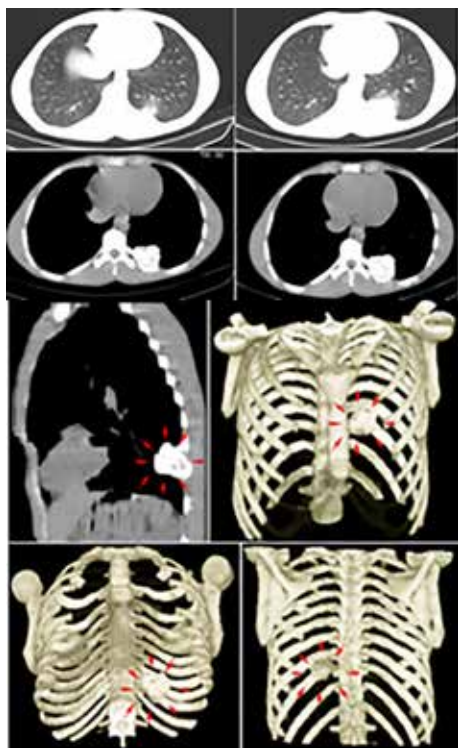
Tomografía de tórax multi-detector corte axial y con reconstrucción 3D: lesión única ocupante de espacio afectando décimo (10°) arco costal posterior izquierdo, hiperdensa con áreas hipodensas en su interior, redondeada de bordes bien definidos micro-lobulados que mide 4,3 cm x 4,3 cm a nivel del 1/3 proximal expansiva, porción central hipodensa de comportamiento osteolítico, con remodelación, adelgazamiento y expansión de la cortical (flechas rojas).
